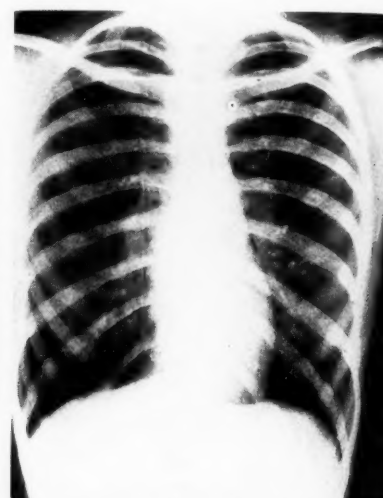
Röntgenbild desselben Patienten nach Absaugen eines Schleimpfropfes durch das Bronchoskop.
